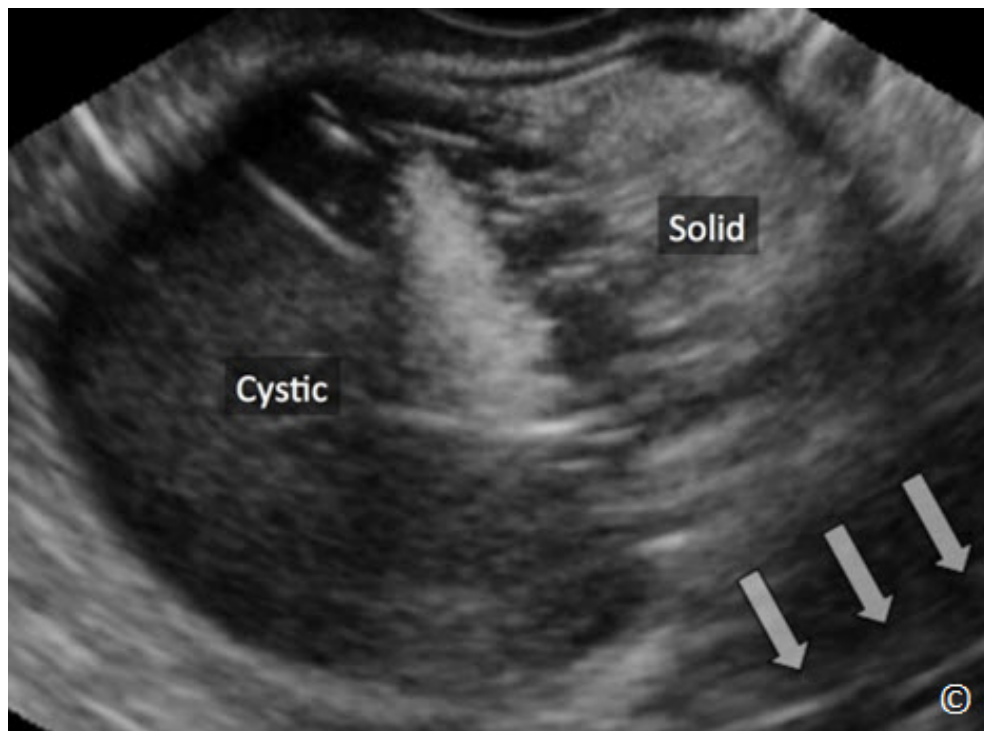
Ultrasonido transvaginal de un quiste dermoide. Obsérvese el contenido complejo, quístico y sólidos (rotulado) con sombreado amplio (flechas). Esto ha sido comparado con la "pico del iceberg". Ver texto para más detalles..
